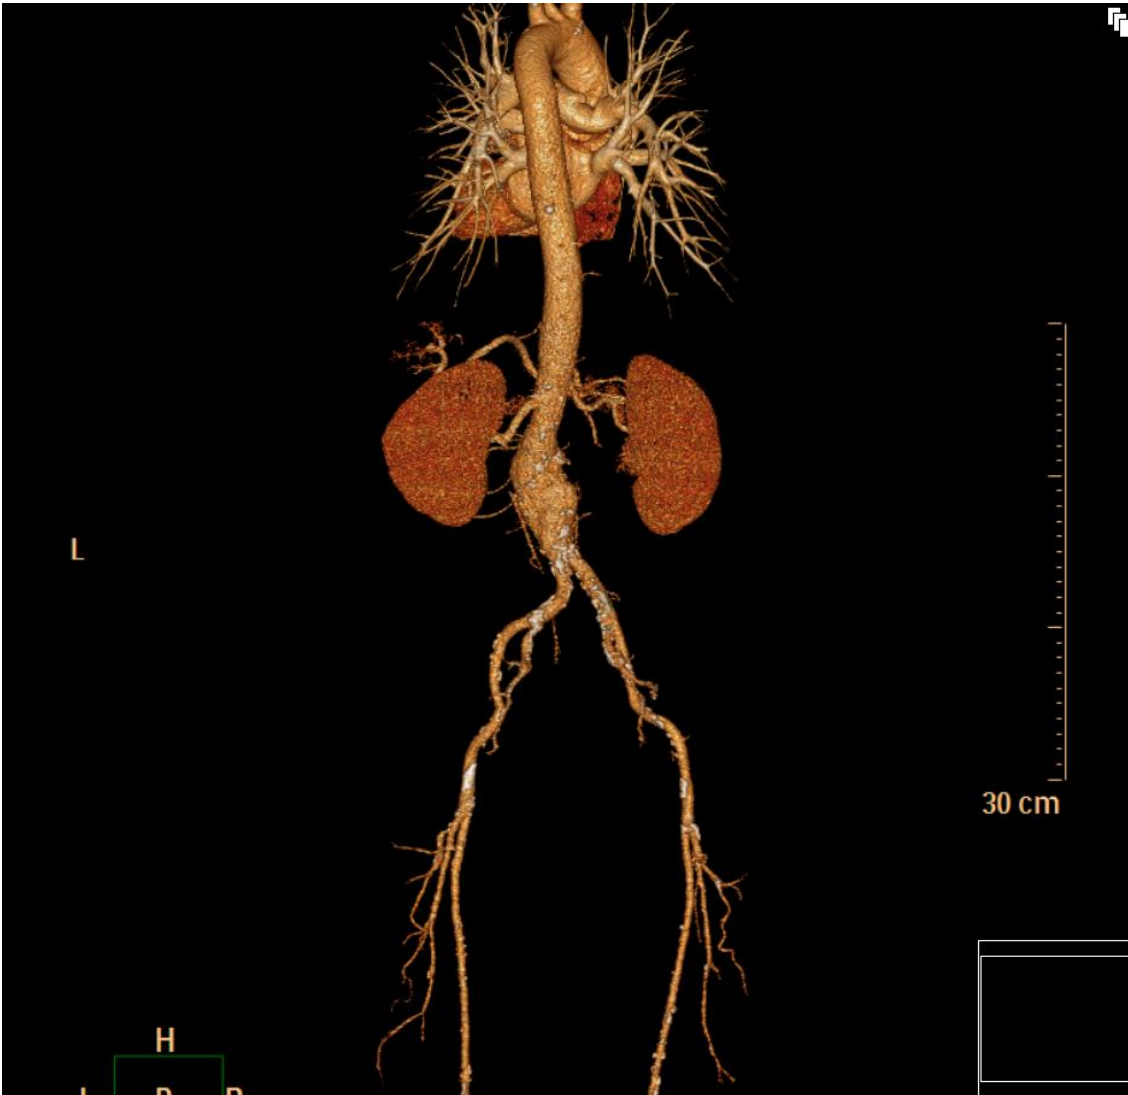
Dreidimensionale CT-Rekonstruktion (präoperativ vor EVAR)
